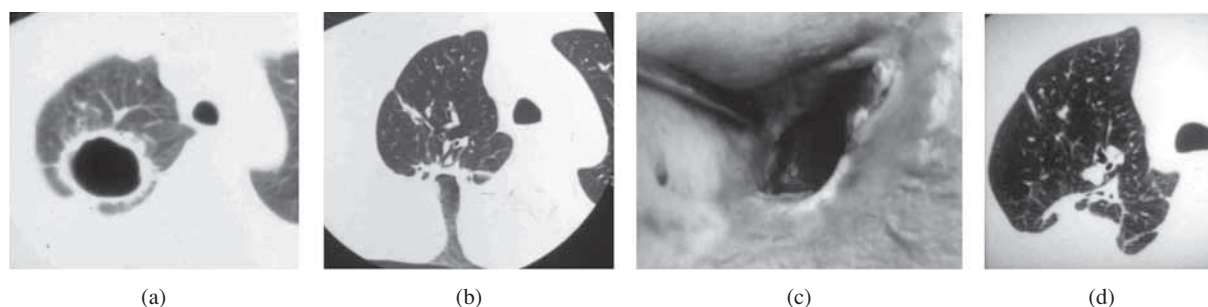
Cavernostomy for multi-drug-resistant tuberculosis. (a) CT findings before surgery. (b), (c) treatment by drainage gauze. (d) wound closure after purification.
